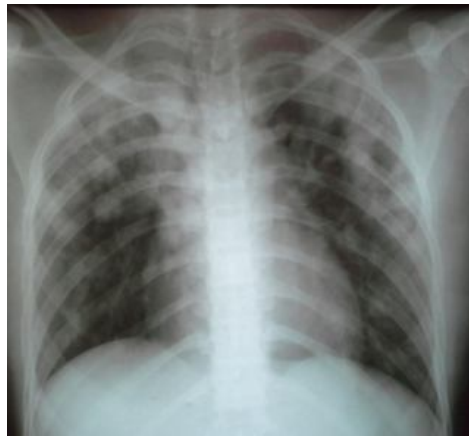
Radiografía de tórax con múltiples imágenes nodulares bilaterales
